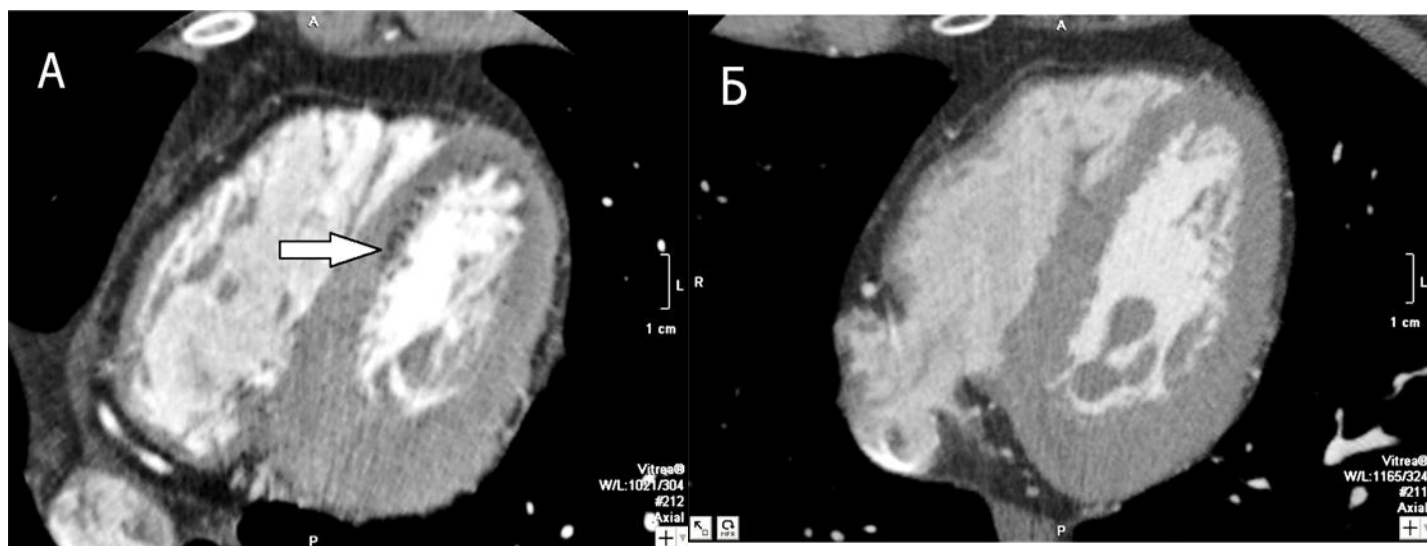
Дефект контрастирования миокарда по данным МСКТ с контрастированием у больного с нестабильной стенокардией.
